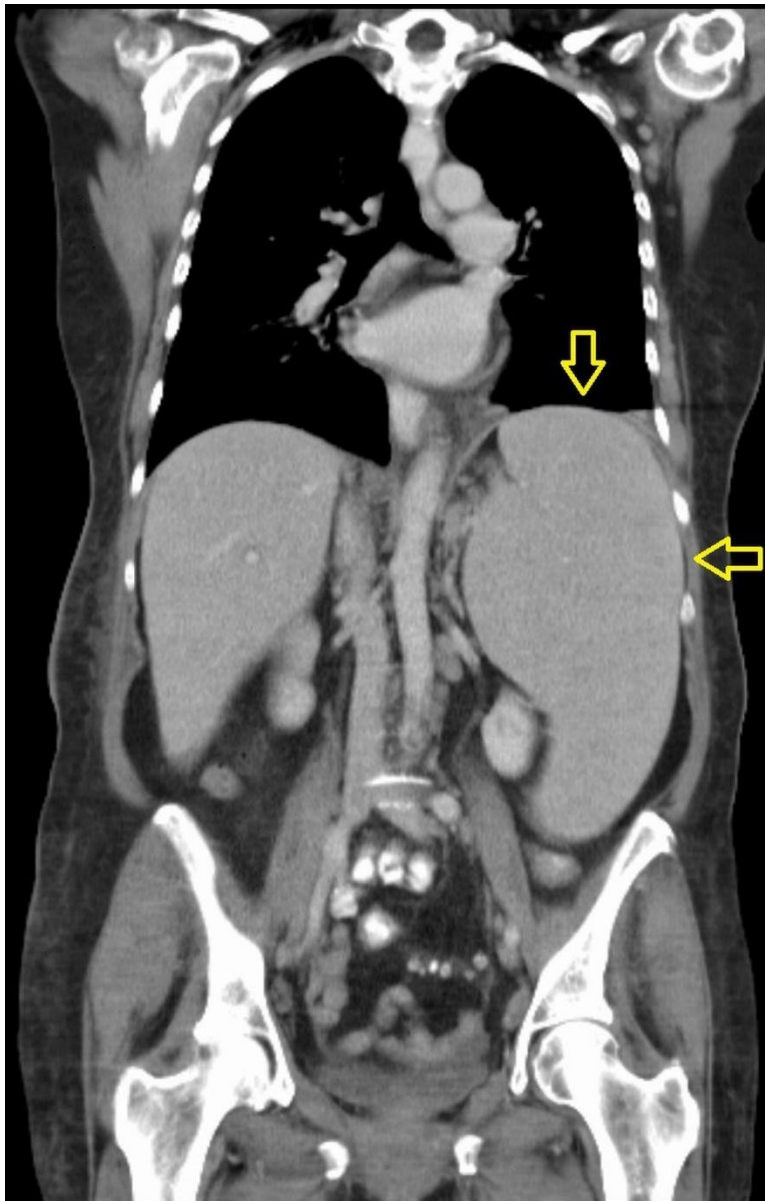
Reconstruction coronale TDM abdominale objectivant une splénomégalie homogène[100]
